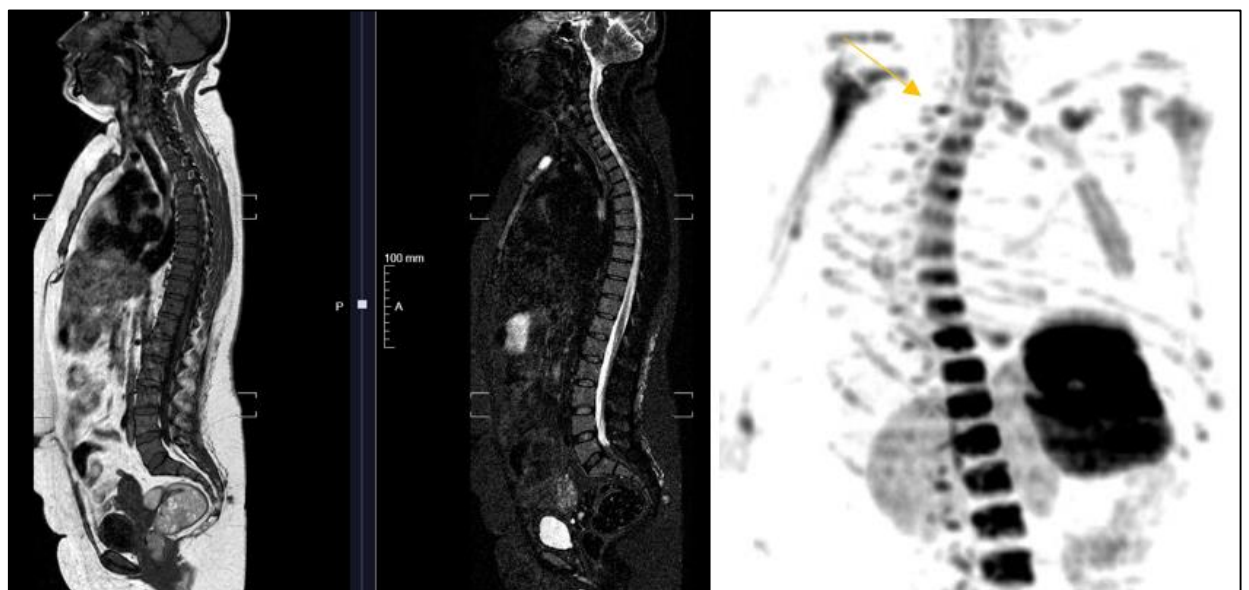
Plasmocitoma esternal detectado por RMN. Secuencias T1, STIR y DWI.
